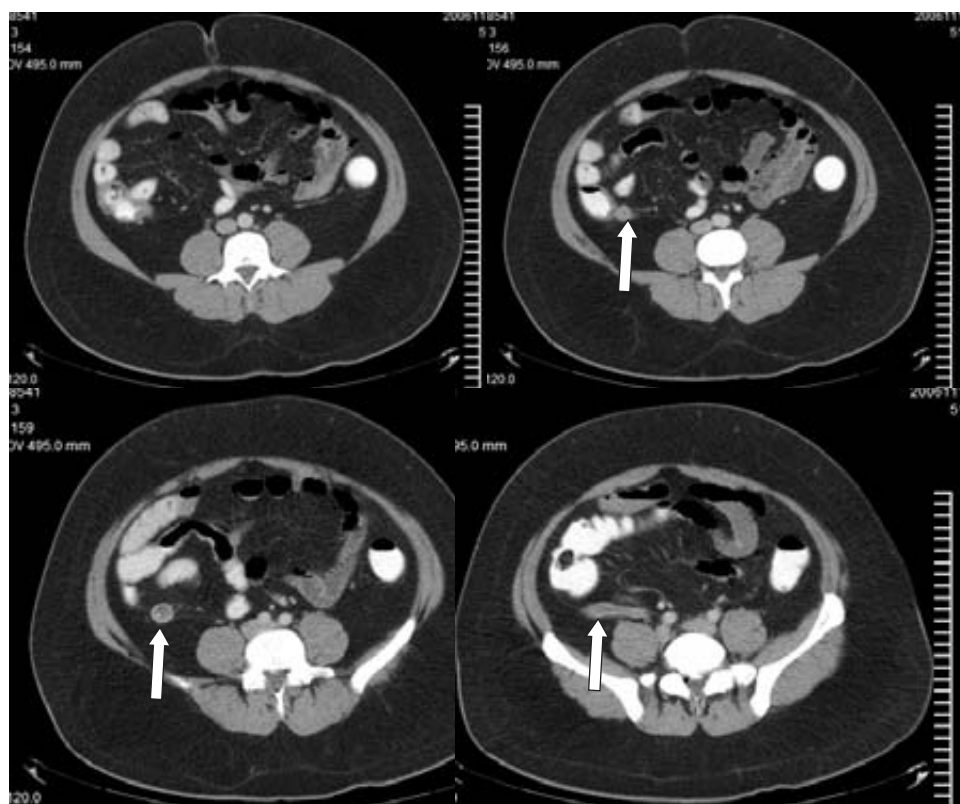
Paciente núm. 3. Masculino, 34 años, con DA en estudio al que se le solicitó ColoTC por sospecha de enfermedad diverticular complicada. Los hallazgos de TC delimitan al apéndice cecal aumentado en su diámetro, con cambios en la grasa periapendicular y reforzamiento de la pared del mismo, lo que permitió establecer el diagnóstico de apendicitis aguda.
